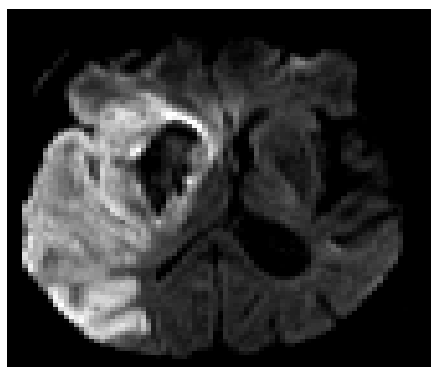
Острый инфаркт в полушарии большого мозга (по данным диффузионно-взвешенной МРТ)
